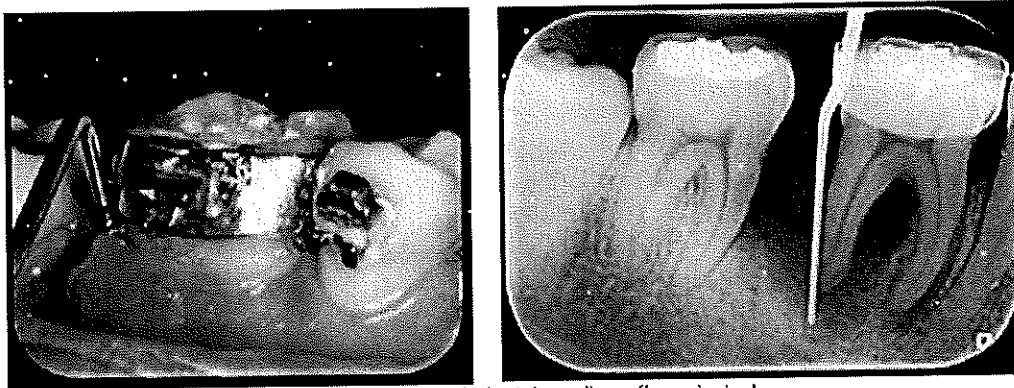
Sondaje periodontal y radiografía periapical
